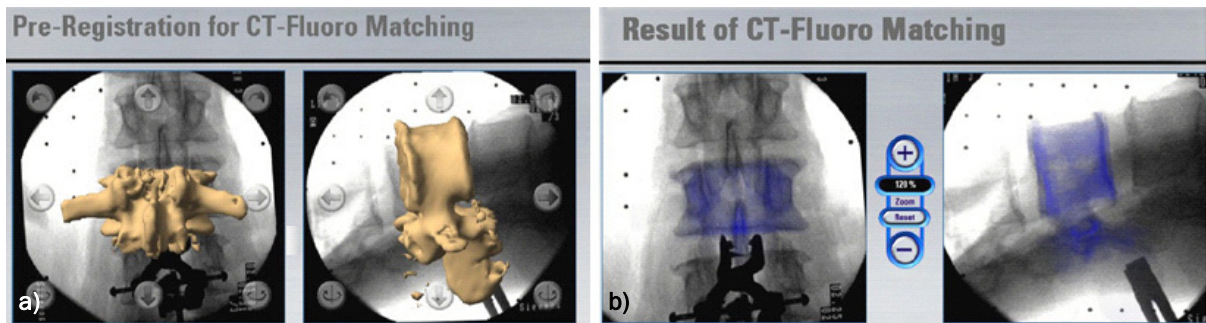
a) Vorregistrierung zum CT-Fluoro Matching b) Ergebnis und Kontrolle des Matchings
